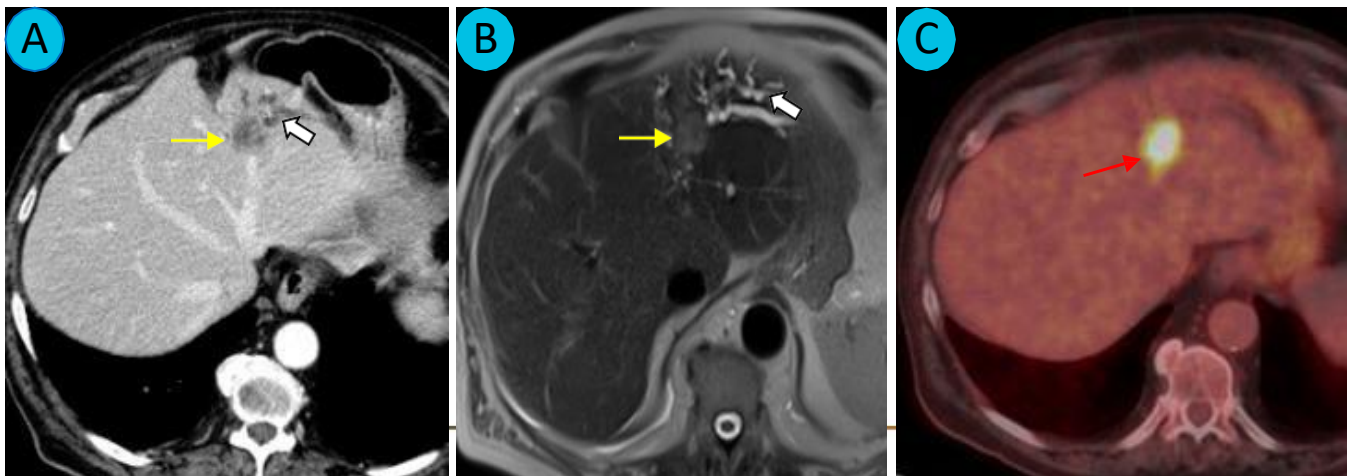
A. TC: Muestra una masa intrahepática focal (flecha amarilla) asociada a dilatación biliar (flecha gruesa), altamente sugestiva de CCA intrahepático. B. RM: Demuestra hallazgos similares con realce progresivo, reforzando la sospecha de colangiocarcinoma. C. PET-TC: Evidencia intensa captación metabólica, confirmando la naturaleza maligna (flecha roja).
